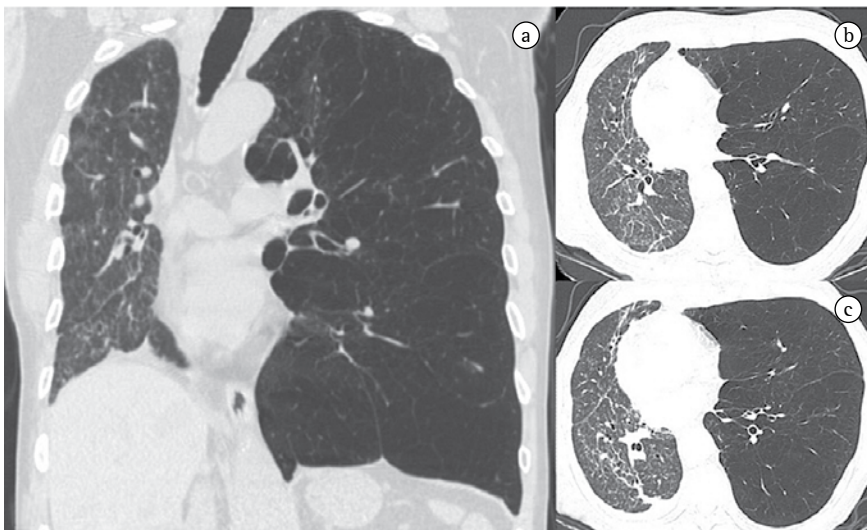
Rejeição aguda em um receptor de transplante de pulmão unilateral devido a enfisema. Imagens da 2ª semana do pós-operatório: (a) reconstrução da TC por multidetectores coronal mostrando áreas de opacidade em vidro fosco acompanhadas de atelectasia linear; e (b/c) cortes axiais de TCAR mostrando melhor o espessamento dos septos interlobulares.
